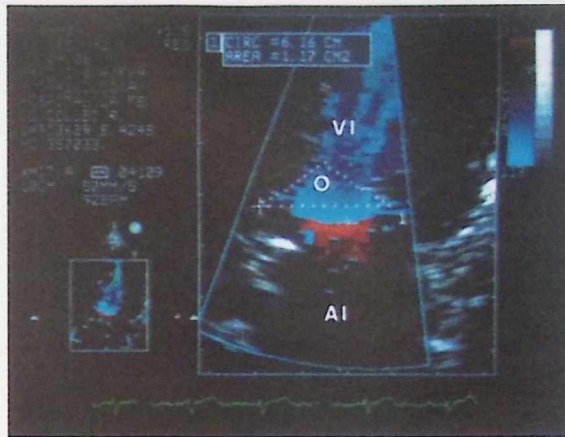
Mapa del flujo transmitral obtenido mediante Doppler codificado en color después de fijar el límite de Nyquist en 34 cm/seg., la obtención del ángulo de separación entre ambas valvas se ajustó a la imagen obtenida por Doppler color del área de isovelocidad proximal.
